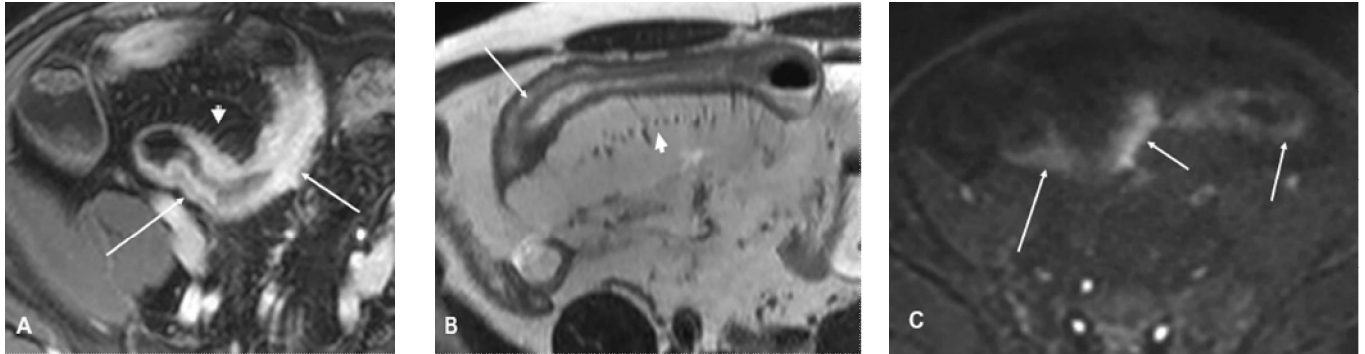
Entéro-IRM montrant une atteinte iléale unique étendue sur 20 cm :
